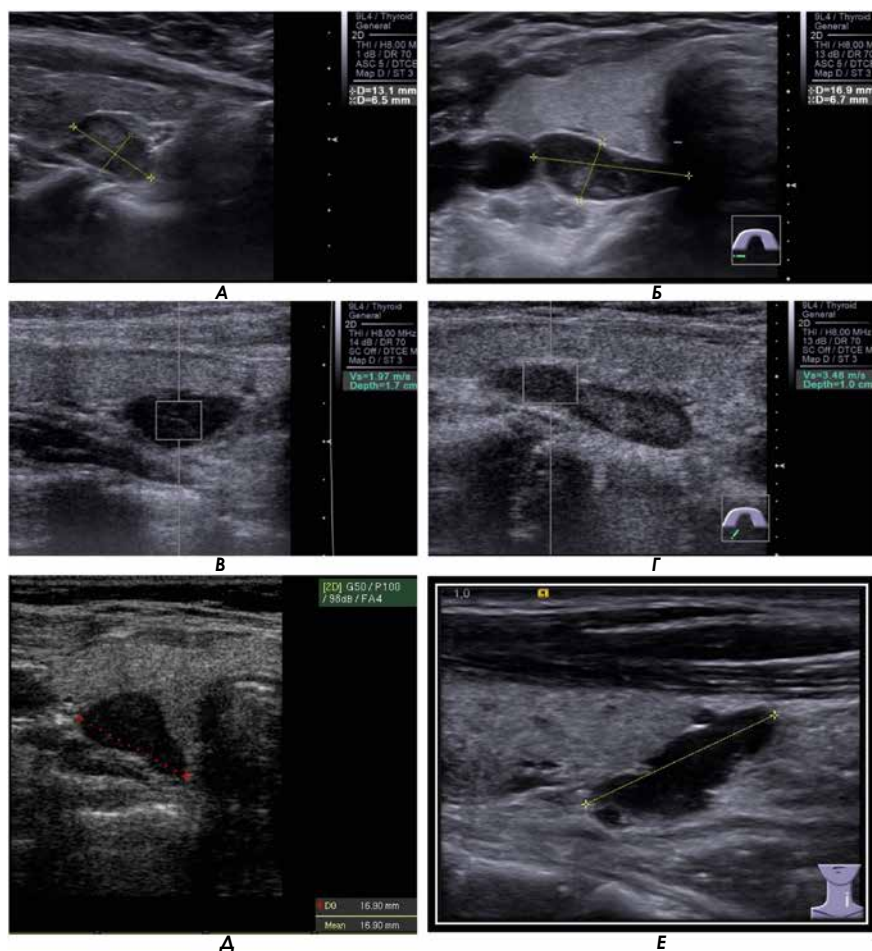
Форма измененных ОЩЖ. УЗИ органов шеи: А – В-режим, продольный скан, округлая форма ОЩЖ; Б – В-режим, поперечный скан, каплевидная форма ОЩЖ; В – В-режим, продольный скан, листовидная форма ОЩЖ; Г – В-режим, поперечный скан, вытянутая форма; Д – В-режим, поперечный скан, грушевидная форма; Е – В-режим, продольный скан, неправильная форма
